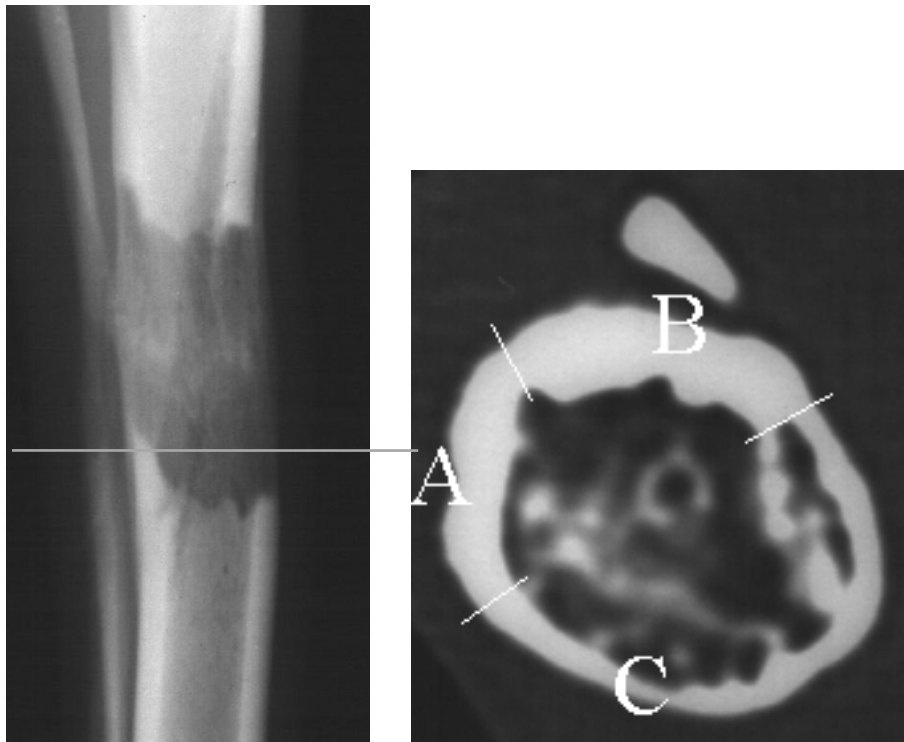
Компьютерная томография позволяет определить непрерывность новообразованной корковой пластинки и измерить ее толщину в разных участках. $\bar{L}_A = 9,1$ усл. ед.; $\bar{L}_B = 15,1$ усл. ед.; $\bar{L}_C = 5,6$ усл. ед.
